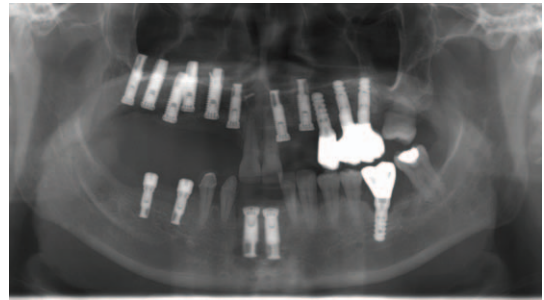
Panoramic radiograph reveals that the distractor and screws are removed and implant fixtures are installed.
